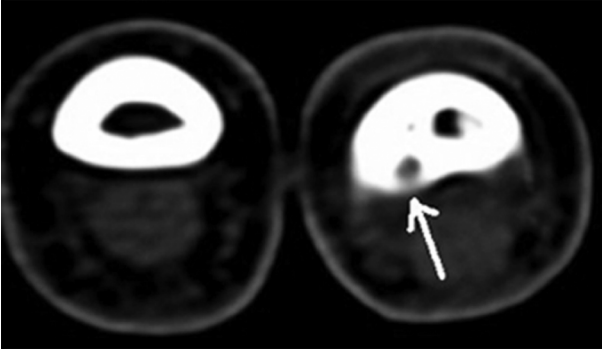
22 yaşında bayan hastanın direk grafisi. Sağ el 4.parmak proksimal falanks distal volar bölgede hipointens alan mevcut.
